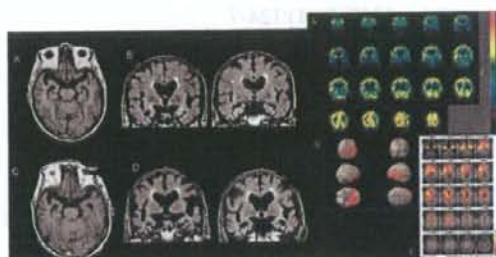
症例 1 の MRI および FDG-PET
